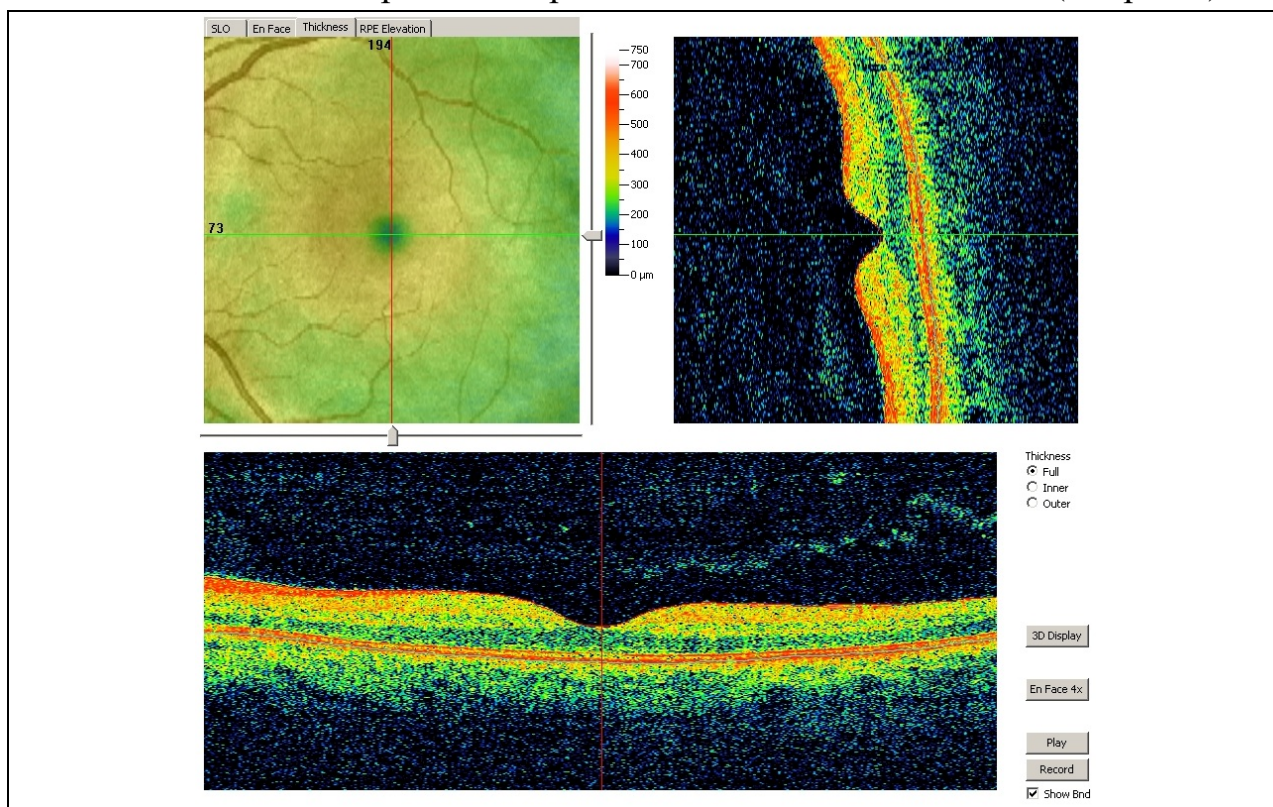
Оптическая когерентная томограмма (ОКТ) макулярной области. Срез через фовеолу. Хорошо различимо исчезновение внутренних слоев сетчатки в центральной ямке желтого пятна.
